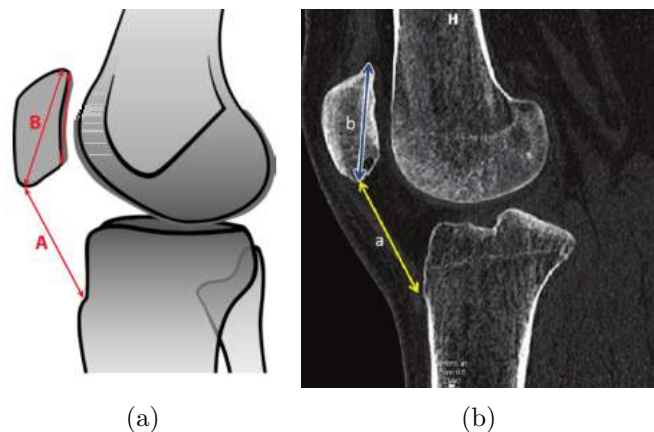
Medição do índice de Insall and Salvati: (a) Representação esquemática para a realização da medição do índice de Insall and Salvati, retirado de [11]; (b) Medição do índice de Insall and Salvati em reformatação sagital em imagem TC, retirado de [48].
